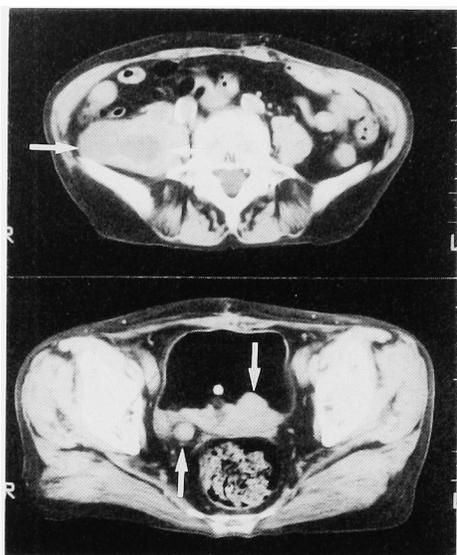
CT scan demonstrated right retroperitoneal tumor ( $\Rightarrow\Leftarrow$ ) originating from the proximal ureter. (top) Right ureteral tumor ( $\Downarrow$ ) and bladder tumor ( $\Downarrow$ ) (bottom)
